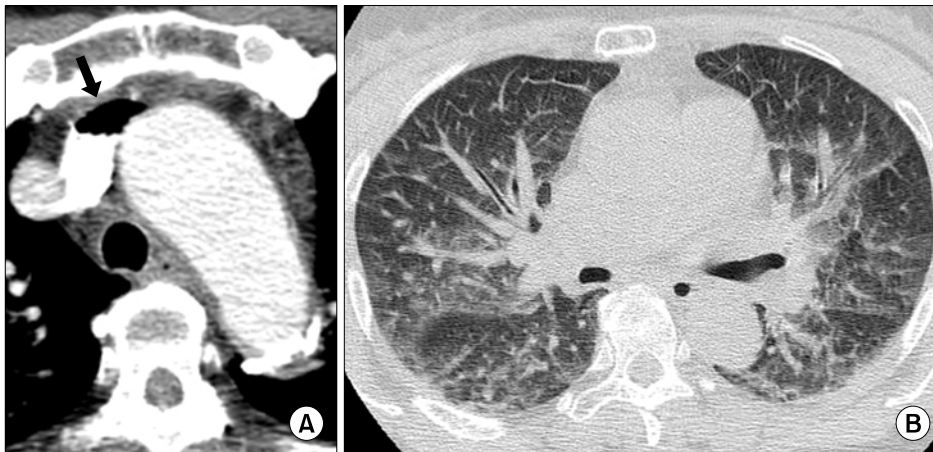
Contrast enhanced chest computed tomography scans show air (arrow) in the left brachiocephalic vein (A). Also, thickenings of interlobular septa, fissure, and bronchovascular bundles are seen in both lung fields with ground glass opacities, suggesting pulmonary edema (B).
